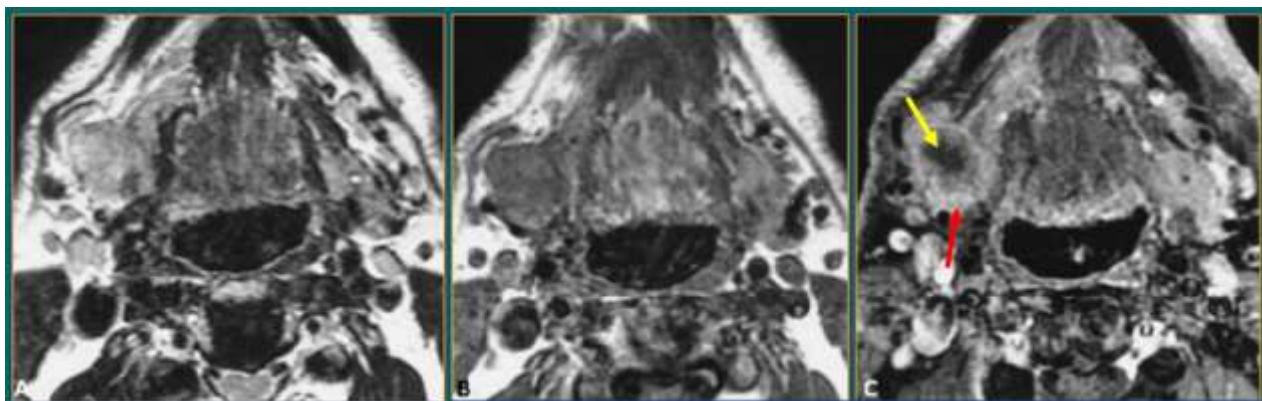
IRM submandibulaire montre une masse au dépens de cette glande, déformant ses contours qui sont irréguliers (->) avec présence une zone de nécrose centrale (->).
